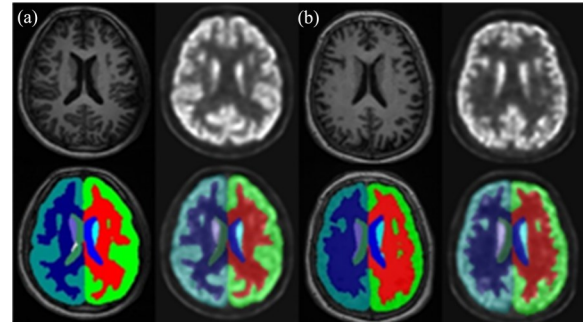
异常大脑的PET/MRI图像及其分割结果(a)、正常大脑的PET/MRI图像及其分割结果(b)
